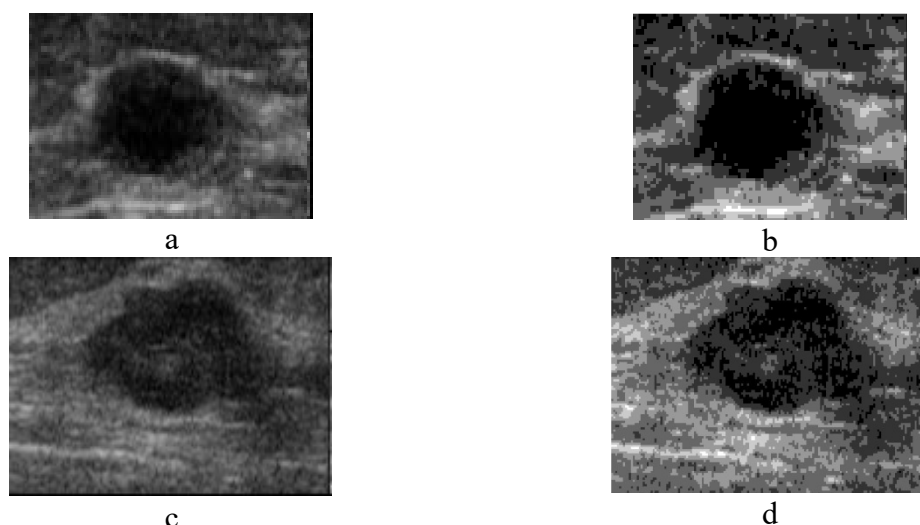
(a) Ecografías original tumor benigno, (b) Matriz de co-ocurrencia tumor benigno de niveles de grises, (a) Ecografías original tumor benigno, y (d) Matriz de co-ocurrencia tumor maligno de niveles de grises
